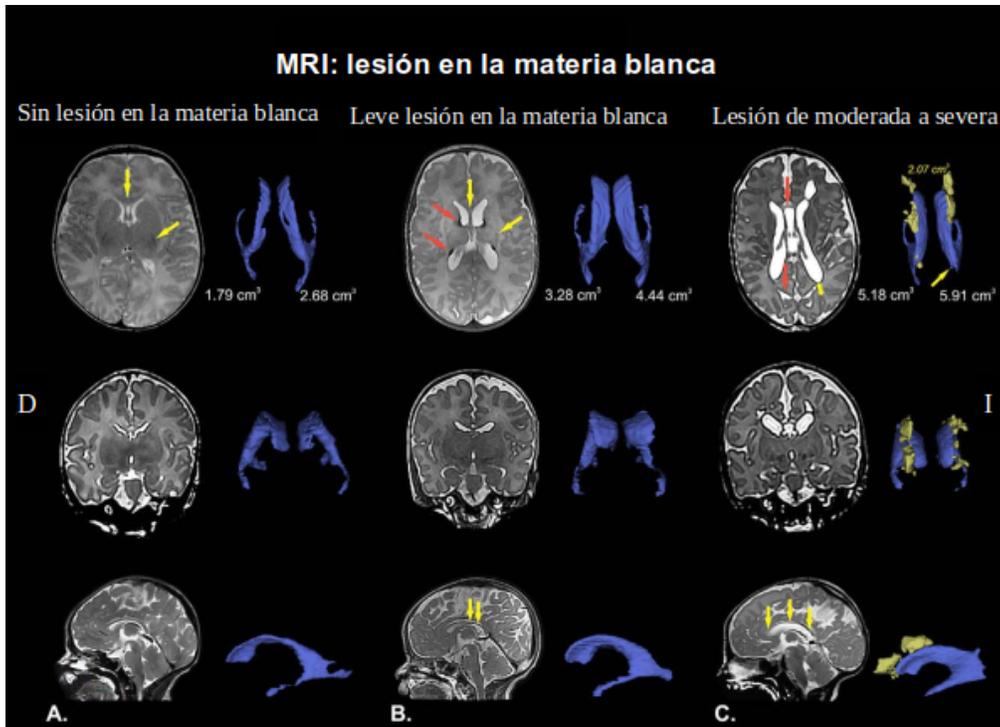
Lesiones en la materia blanca. RM estructural ponderadas en T2 con las medidas volumétricas de los ventrículos laterales (en azul) a edad equivalente a término (TEA) o casi a término. A) RM normal en el (TEA). Recién nacido sano a las 41 semanas de edad con IRM normal: ausencia de anomalías quísticas, volumen y tamaño del cuerpo calloso (flecha amarilla en el panel superior) y ventrículos laterales son normales, mielinización del cuerpo calloso, extremidad posterior de la cápsula interna (PLIC); la flecha amarilla en el panel superior) y la corona radiata correspondiente a la edad y la señal de la sustancia blanca cerebral y el volumen son normales. B) Lesión leve en la materia blanca a casi TEA. Lactante prematuro (nacido a las 28 semanas de gestación) a las 43 semanas de edad con materia blanca difusa leve: ausencia de anomalías quísticas, adelgazamiento parcial del cuerpo calloso (flechas amarillas en el panel superior e inferior), ventrículos laterales dilatados leves, PLIC con retraso de la mielinización y anomalías de la señal focal en relación con lesiones puntiformes de la materia blanca (flechas naranjas en el panel superior), probablemente asociadas con etiología hemorrágica y congestión de las venas medulares. C) Lesión en la materia blanca de moderada a severa en TEA. Bebé prematuro (nacido a las 29 semanas de gestación) a las 41 semanas de edad con daño en la materia blanca quística: presencia bilateral de quistes múltiples (la reconstrucción 3D y la medición volumétrica correspondiente están en amarillo en el panel superior), adelgazamiento global del cuerpo calloso (flecha naranja en la parte superior panel y flechas amarillas en el panel inferior), ventrículos laterales dilatados, demora de mielinización severa, anomalías de señal difusas y extensas, pérdida de materia blanca (flecha de doble dirección en el panel superior), surcos prominentes cerca de los ventrículos (flecha naranja en el panel superior) y comunicación entre quiste pequeño y ventrículo lateral izquierdo (flecha amarilla en el panel superior). Las características de la última resonancia magnética estructural son compatibles con la PVL quística. Imágenes en convención radiológica. Modificado de Hinojosa-Rodríguez et al.(2017). Reimpreso con permiso.
